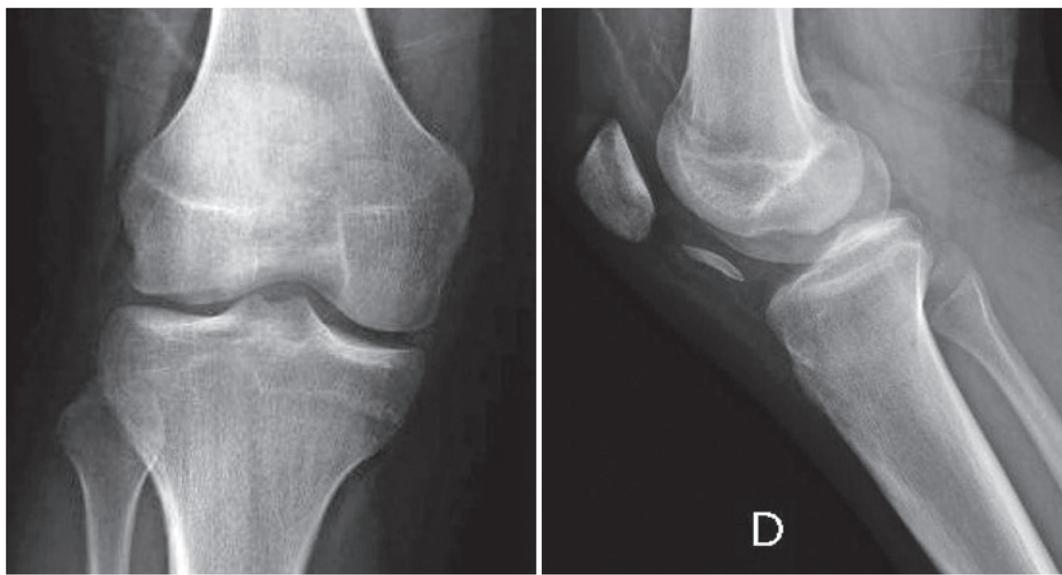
Radiografia AP e perfil do joelho direito com evidência do fragmento ósseo do côndilo lateral do fêmur.
